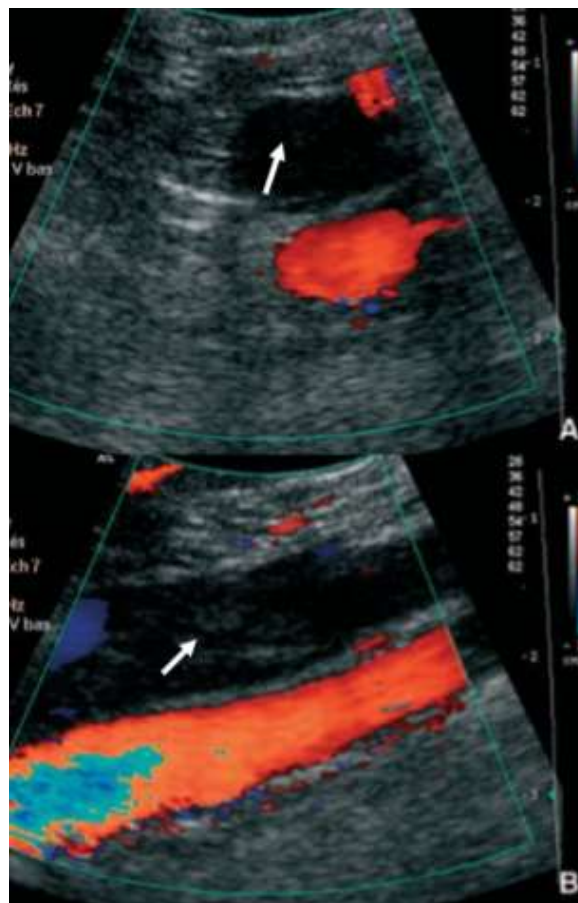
Thrombose veineuse occlusive en échographie doppler couleur avec dilatation de la veine et absence de flux
